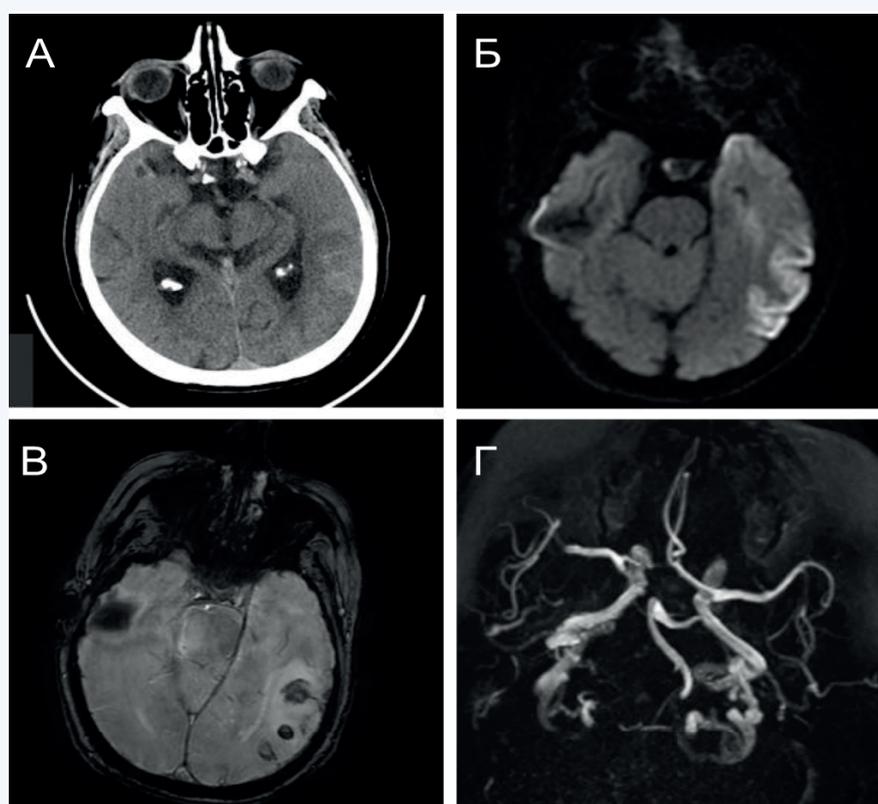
Результаты нейровизуализации. А – КТ головного мозга, геморрагический инфаркт левой височной доли, Б – MPT DWI – ограничение диффузии в левой височной доле, соответствующее острому инфаркту, В – MPT SWI – геморрагическая трансформация инфаркта, Г – MPT 3D-TOF – магистральные артерии головного мозга проходимы
